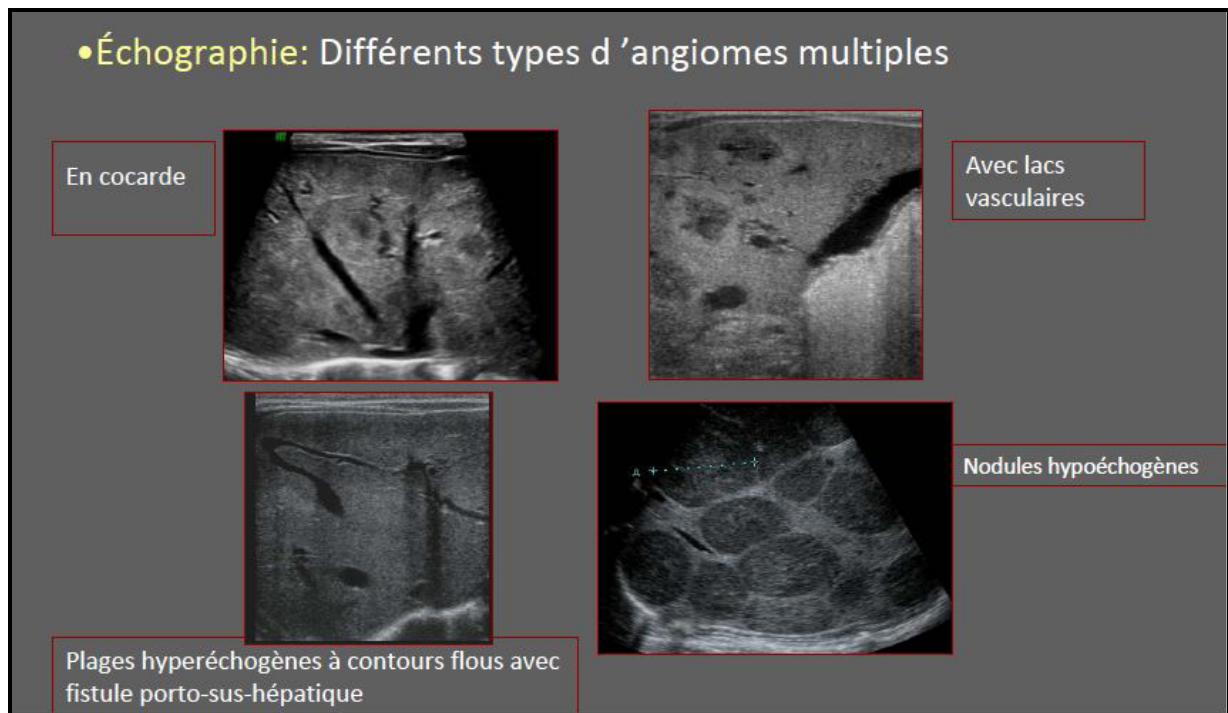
Aspect échographique des hémangiomes hépatique (15)
